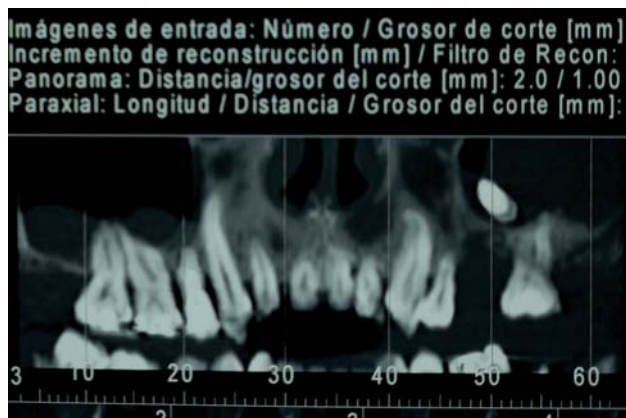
Imagen panorámica de la Tomografía Computarizada donde se observa el implante dental migrado.
